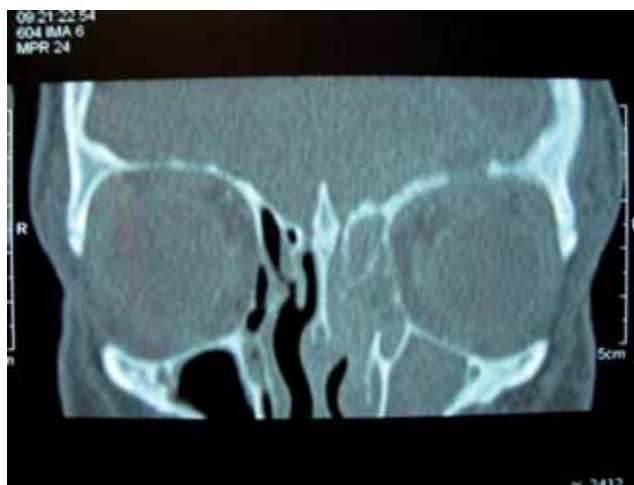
Tomografia computadorizada dos seios paranasais (corte coronal com janela para parte óssea) com áreas com densidade de partes moles preenchendo totalmente o seio maxilar esquerdo e células etmoidais à esquerda além de destruição do teto da órbita à esquerda.
